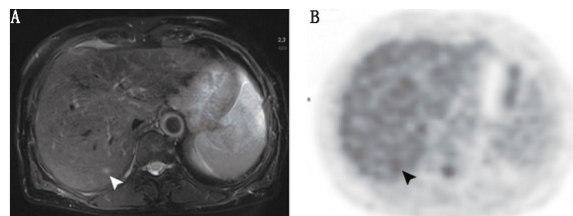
子宫内膜癌肝转移 PET/MR 图像。横断面 T_2 加权图像(A)上 5 mm 的病灶(箭头示)可明确显示,但在相应的 ^{18}F -FDG PET 图像(B)上显示不清。化疗后病灶体积缩小
